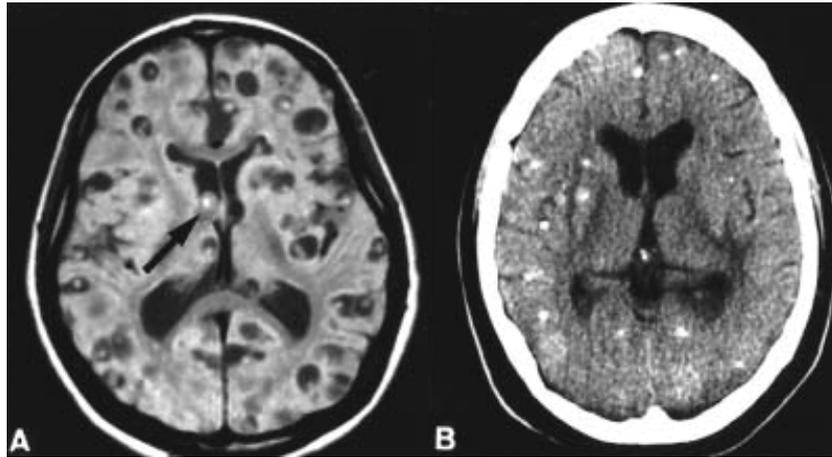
Características de neuroimagem dos cistos cisticercóticos em cérebros humanos. A) RM (ressonância magnética) com múltiplas lesões císticas, onde observa-se um cisto intraventricular (seta); B) TC (tomografia computadorizada) com a visualização de múltiplos cistos calcificados.
